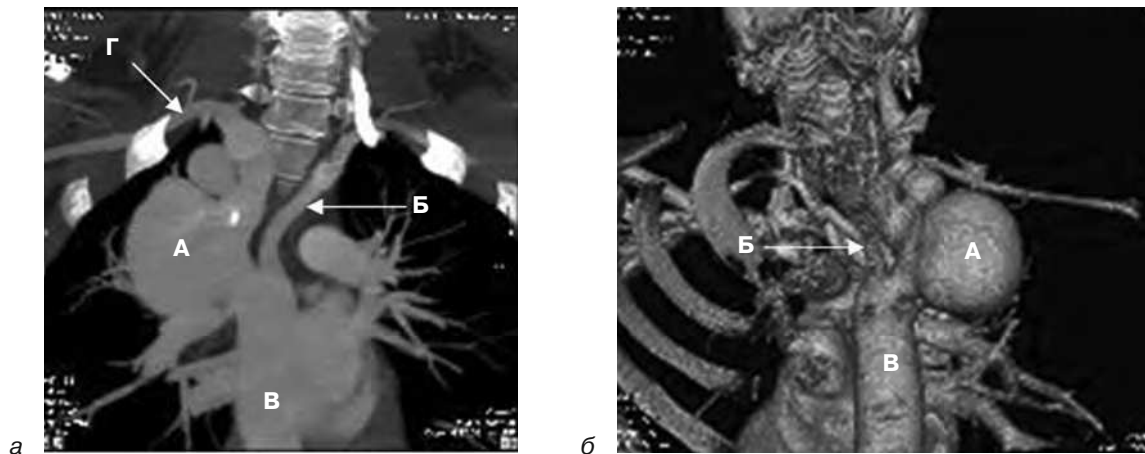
Мультиспиральная компьютерная томография: *а* – вид спереди; *б* – 3D-реконструкция, вид сзади.
